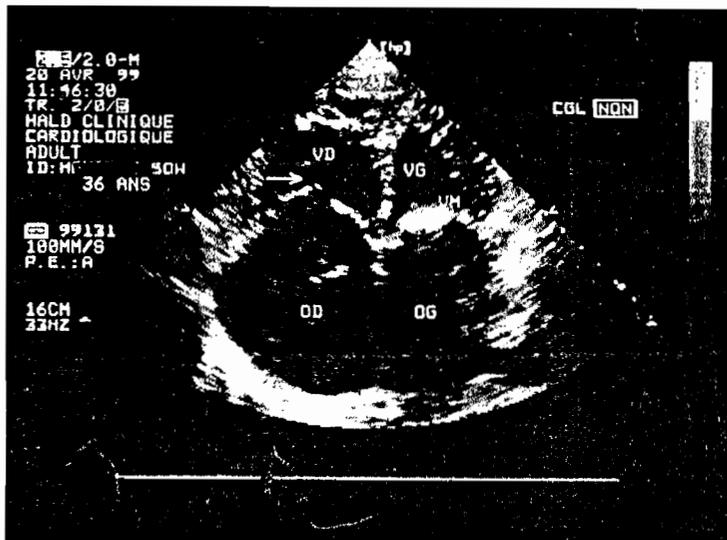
Echocardiographie bidimensionnelle, coupe 4 cavités.
